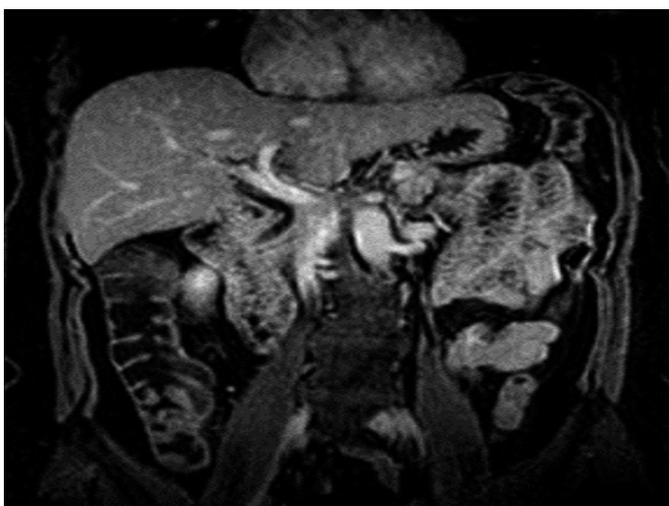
Tomografía abdominopélvica.
